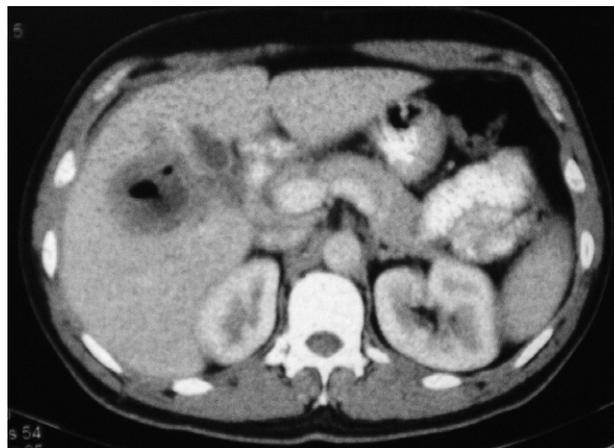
Tomografía computarizada abdominal de control.
